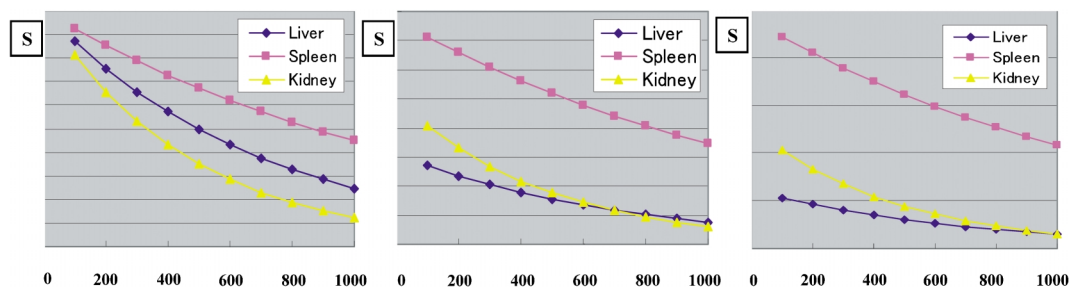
Relations between TE and contrast of DWI
